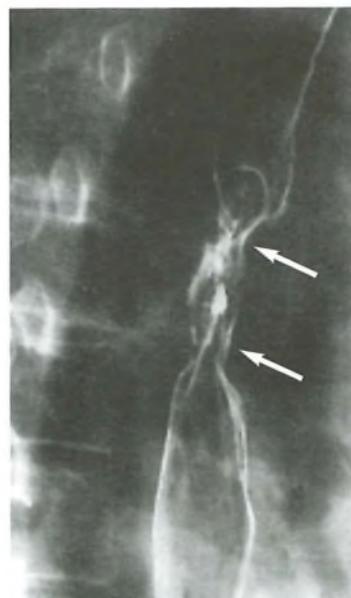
Dimostrazione radiografica con doppio contrasto di un carcinoma stenosante a manicotto dell'esofago al terzo superiore: si noti l'irregularità dei margini in corrispondenza del segmento stenotico (frecce).
